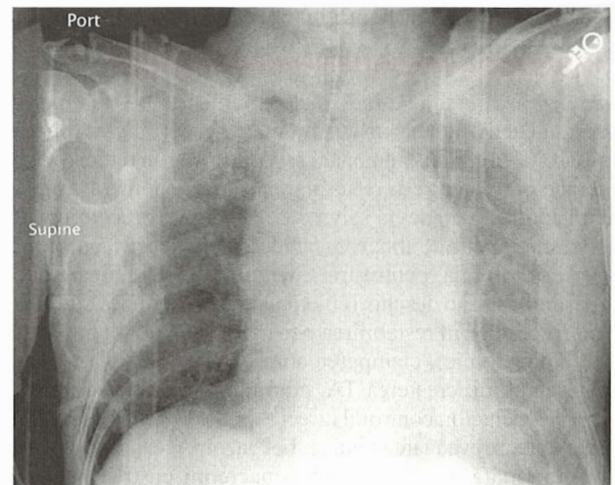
Radiografie toracică la un pacient cu contuzie aortică. Mediastinul este lărgit marcat, conturul arcului aortic este anormal, condensarea apicală este prezentă, traheea este deviată către dreapta, sunt prezente fracturi ale coastelor superioare și se remarcă prezența hemotoraxului stâng.
